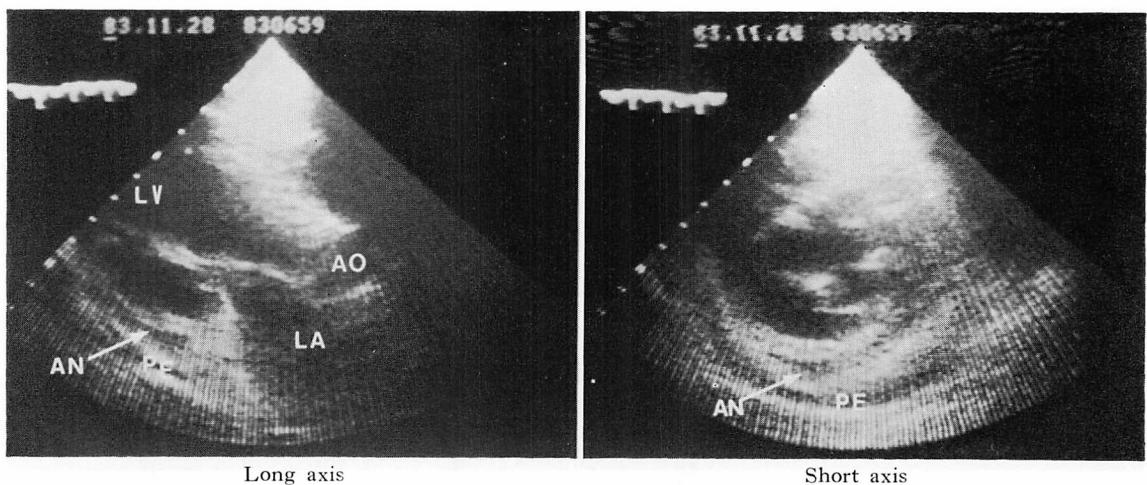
Two-dimensional echocardiograms taken on the 21st day after onset of myocardial infarction.
